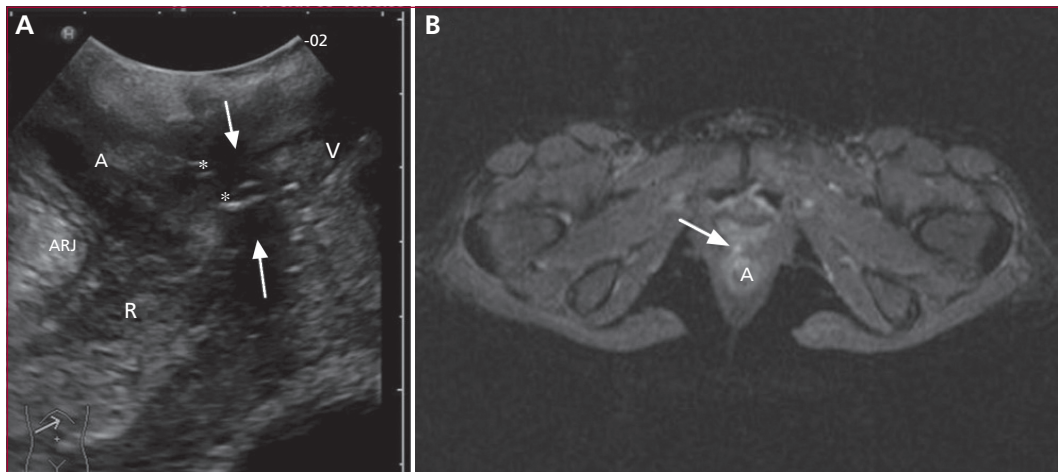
Fistule recto-vaginale [26] : A) Coupe sagittale en échographie transpérinéale : la fistule (flèche) apparaît hypoéchogène, avec des spots hyperéchogènes, commençant au niveau de la jonction ano-rectale (étoiles), traversant le périnée, pour aller à la face postérieure du vagin. B) IRM en séquence T2 confirmant la fistule. A : anus, R : rectum, V : vagin, ARJ = jonction ano-rectale.
